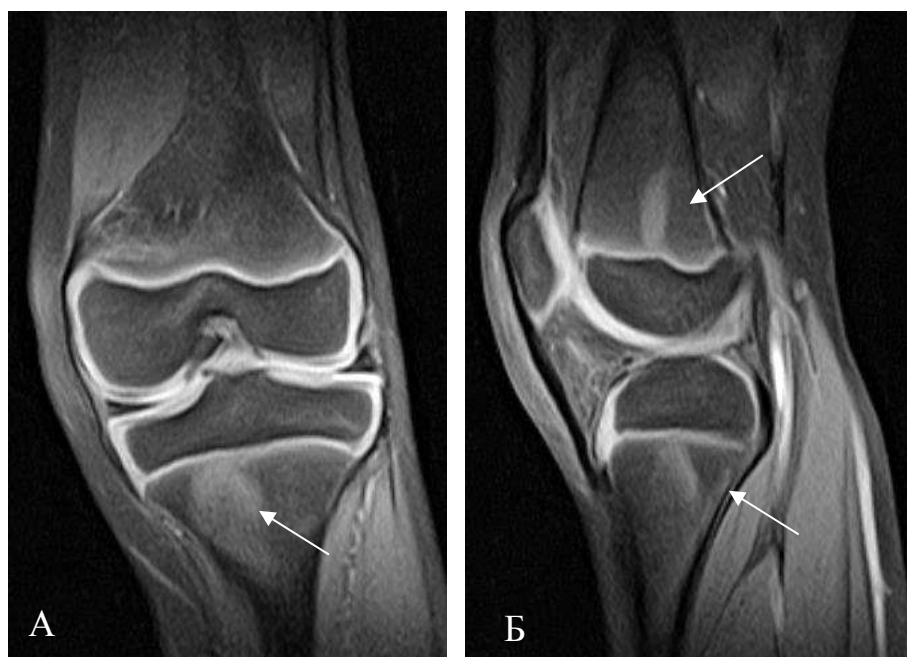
МРТ коленного сустава в коронарной (А) и сагиттальной проекциях (Б) в режиме PDFSat. Пятнистый отек костного мозга метафизов бедренной и большеберцовой костей
